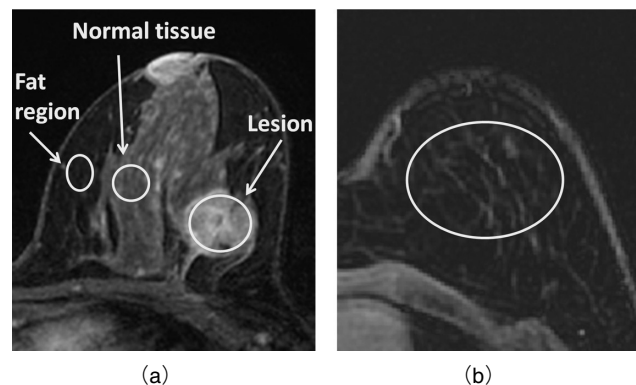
(a) One case of ROI setting of fat region, normal tissue, and lesion on breast MRI. (b) One case of 1 ROI setting of fat region for uniformity of fat suppressed image.
